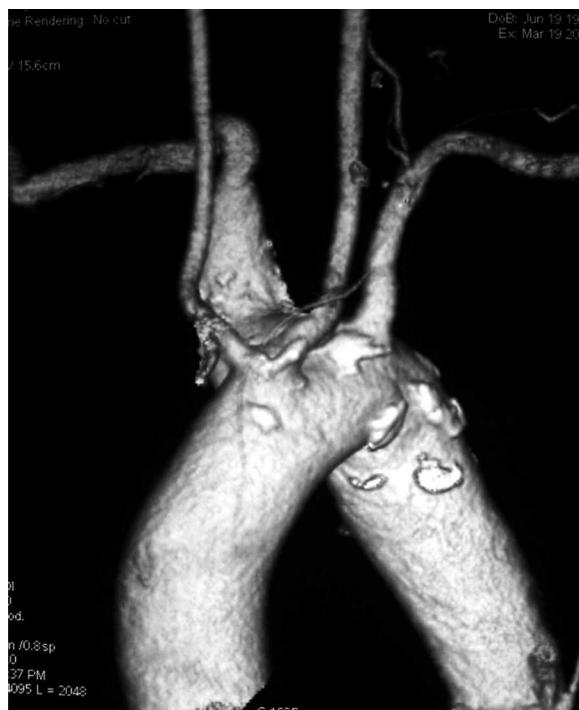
Reconstrucción 3D de angio-TAC, diagnóstico: divertículo de Kommerell que sale de la cara posterior del arco aórtico y origen común bovino de ambas carótidas comunes.
